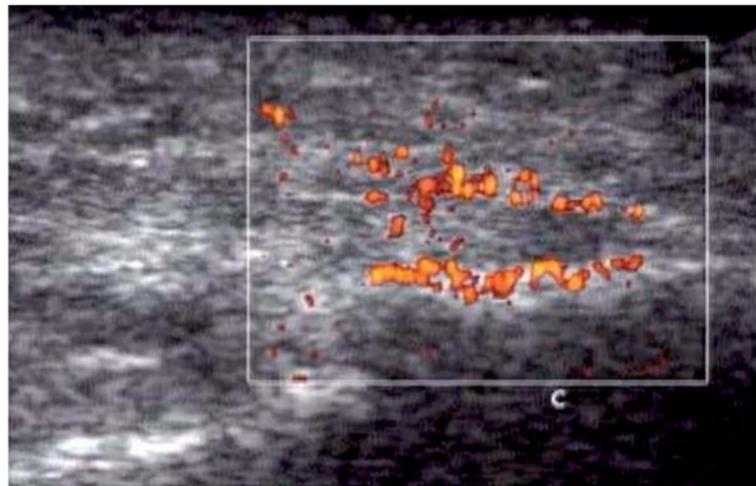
Im Ultraschall verdickte Plantarfaszie mit Signalgebung im Powerdoppler – ein Hinweis auf die erhöhte Durchblutung des chronisch entzündeten Gewebes.
